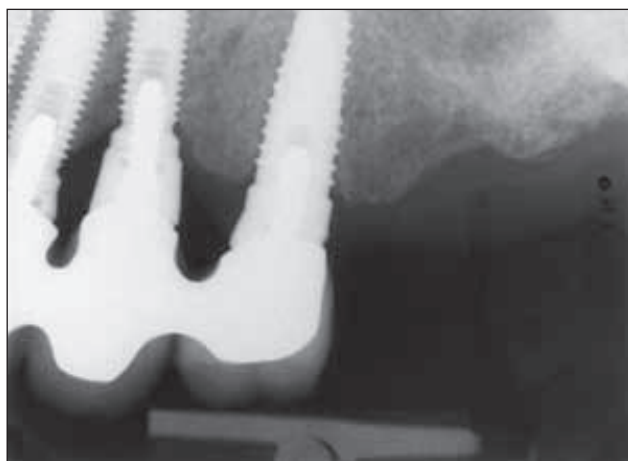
/ Radiographie de la prothèse d'usage montrant l'intégration du nouvel implant posé.
